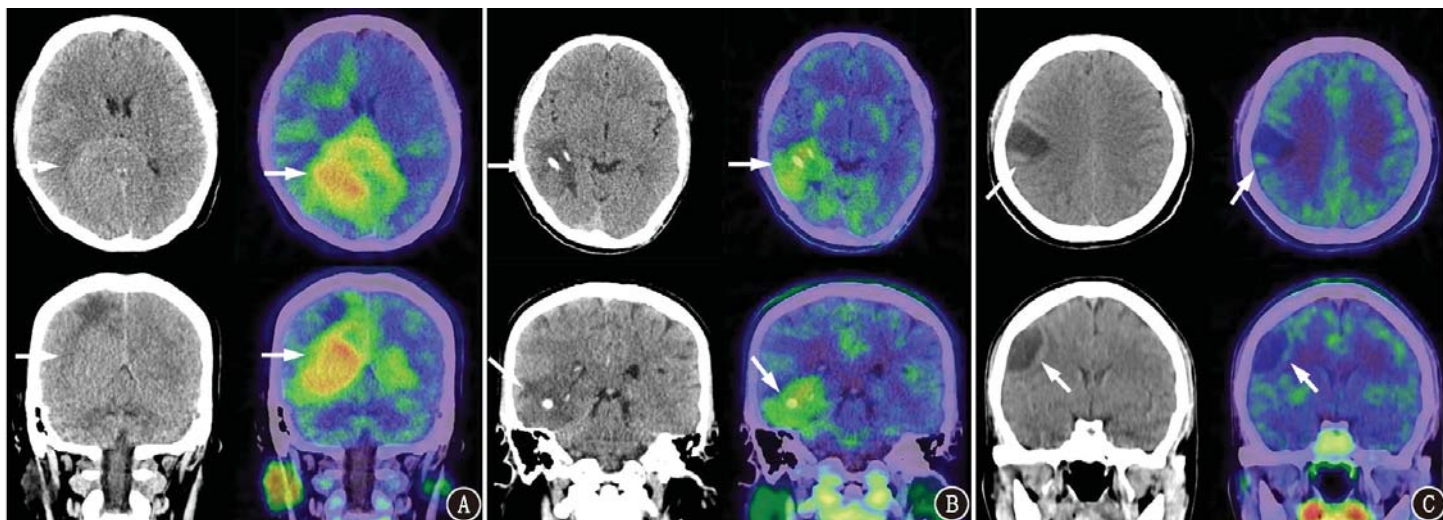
胶质瘤患者¹¹C-蛋氨酸(MET)PET/CT 显像图(箭头示病灶)。A.胶质母细胞瘤患者(男,30岁),WHO IV级,异柠檬酸脱氢酶 1 (IDH1)表达阴性;显像示颅内巨大占位(主体位于右侧大脑半球及胼胝体),MET 代谢异常增高,最大标准摄取值(SUV_{max})5.55,标准摄取峰值(SUV_{peak})4.92,病灶 SUV_{max}/正常对侧脑皮质平均标准摄取值(TBR)3.43;B.间变性少突胶质细胞瘤患者(男,51岁),WHO III级, IDH1 基因表达阳性;显像示右侧颞叶低密度影伴钙化灶,MET 代谢异常增高,SUV_{max} 2.83,SUV_{peak} 2.44,TBR 2.28;C.星形细胞瘤患者(女, 35岁),WHO II级,无 IDH1 免疫组织化学结果;显像示右侧额叶囊实性占位伴囊壁 MET 代谢轻度增高,SUV_{max} 1.32,SUV_{peak} 1.16,TBR 1.16
